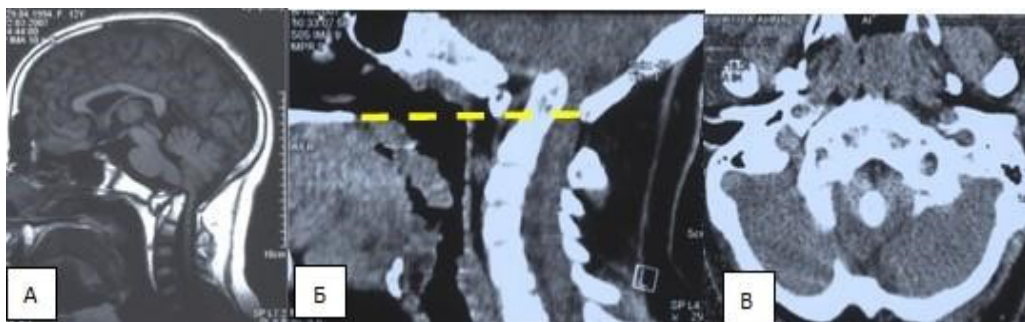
Нейровизуализационные исследования пациентки Н. до операции: А – МРТ в Т1 режиме в сагиттальной проекции; Б – СКТ в сагиттальной проекции; В - СКТ в аксиальной проекции. Отмечается платибазия, инвагинация зубовидного отростка. Желтый пунктир – линия Чемберлена.
